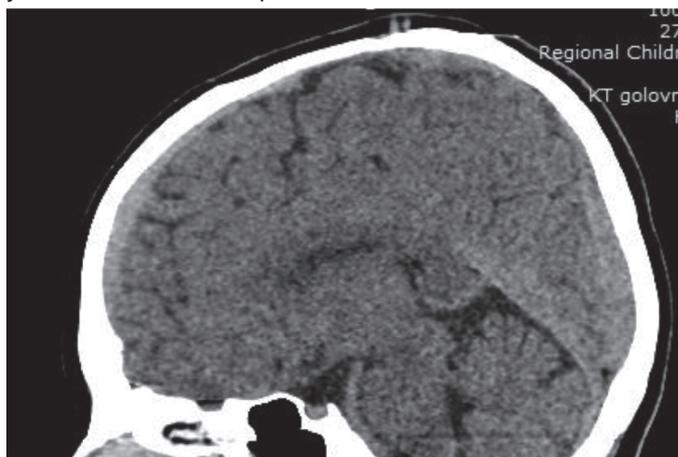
1 year post-op control. Computer tomography of the brain with no signs of complications
